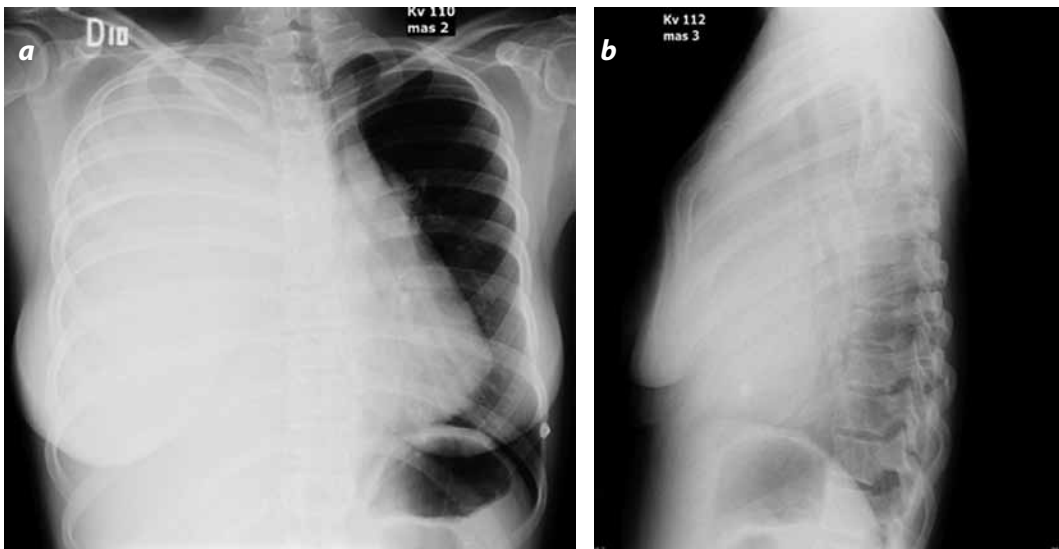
Radiografía de tórax. Proyecciones posteroanterior (A) y lateral (B). En ellas se observa una extensa opacidad de todo el hemitórax derecho, con desplazamiento del mediastino en sentido contralateral.
